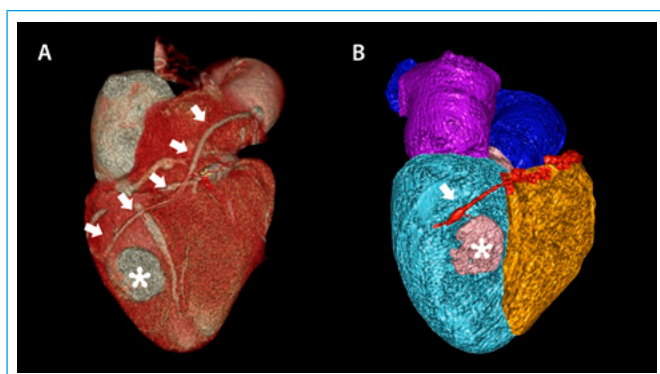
Reconstrucción volumétrica cardíaca con cardio-TC. A: la imagen volumétrica muestra la relación estrecha entre el *bypass* de safena (flechas) y la cavidad del pseudoaneurisma; B: la segmentación de las estructuras hace aún más sencillo valorar la relación anatómica
